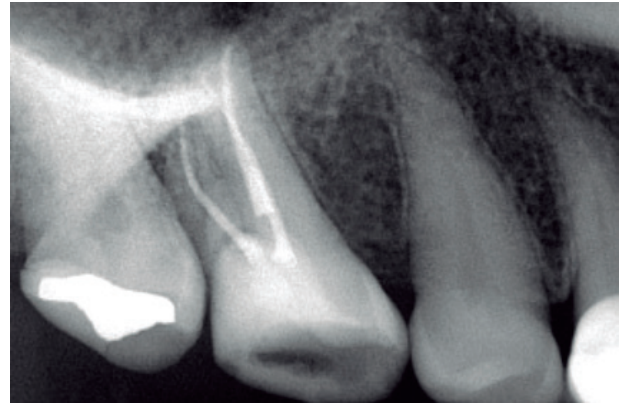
Radiografía periapical posoperatoria.
